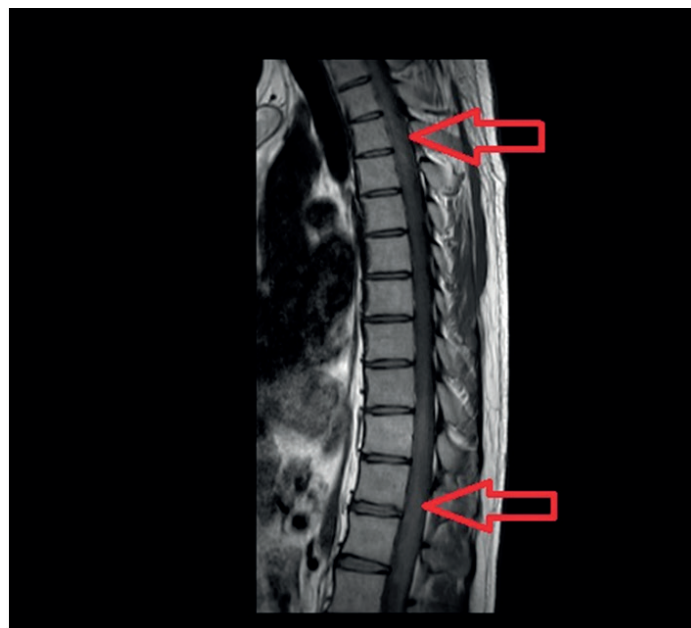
Thoracal spinal MRI.
